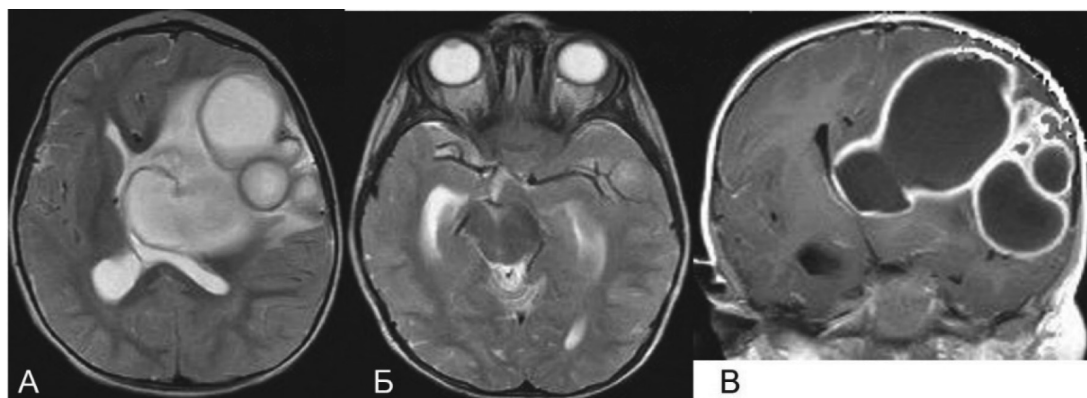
МРТ головного мозга пациента Д., 2 года, без контрастирования, в T1 ВИ в аксиальной (А, Б) и T2 ВИ в коронарной (Б) проекциях.
